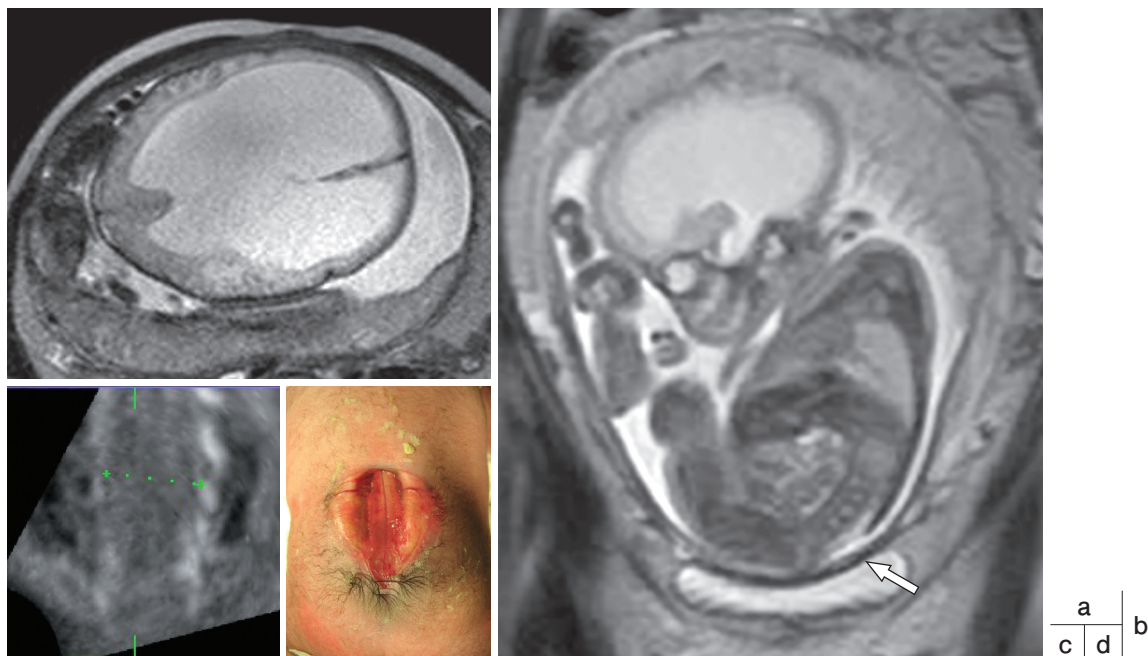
a: Axial T2-weighted image shows significant ventriculomegaly.
